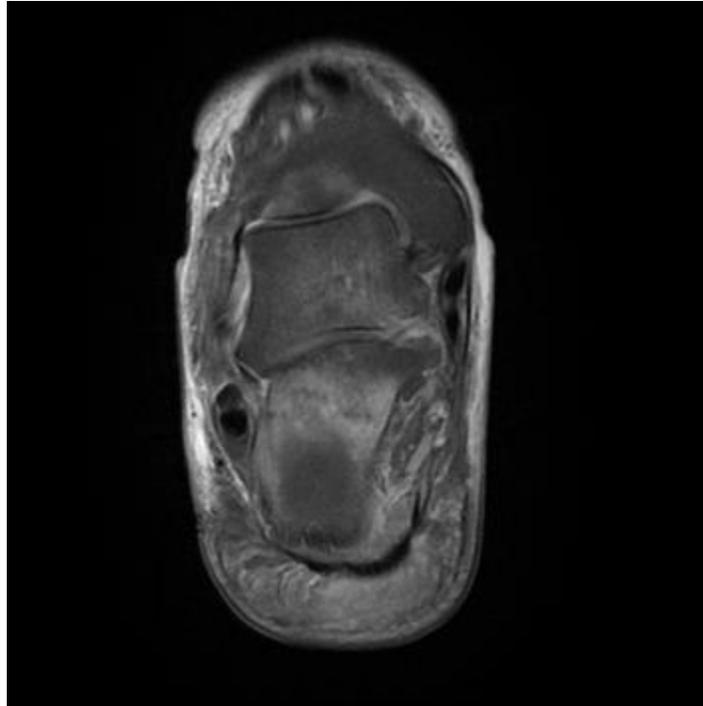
RM fractura trabecular del calcáneo derecho.
